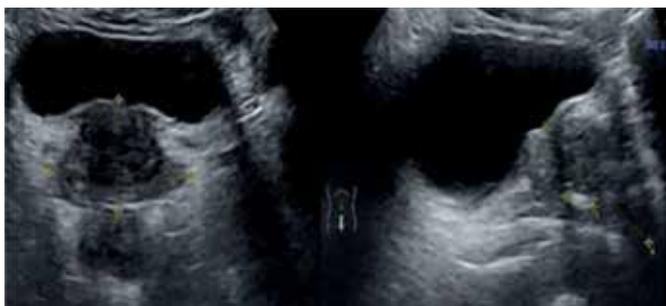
Ultrassonografia transabdominal com bexiga cheia em corte coronal e longitudinal da próstata. ¹⁰
